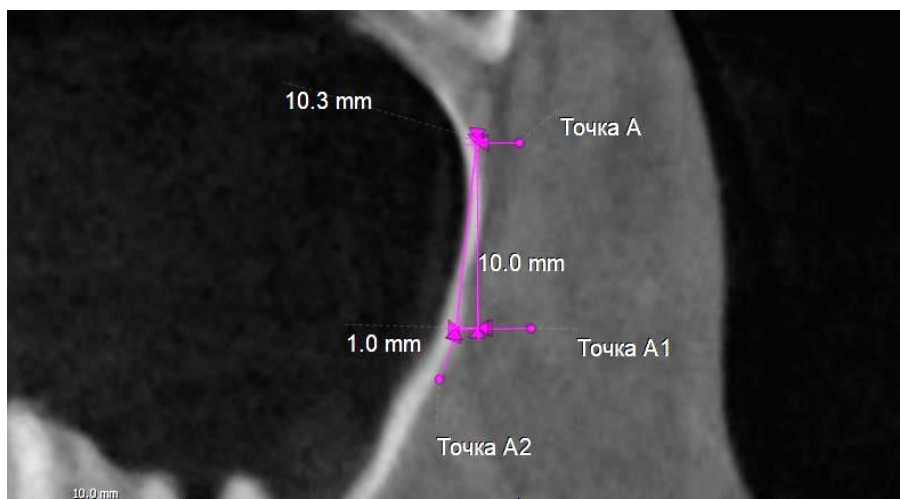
На сагиттальном срезе конусно-лучевой компьютерной томографии строим прямоугольный треугольник АА₁А₂
